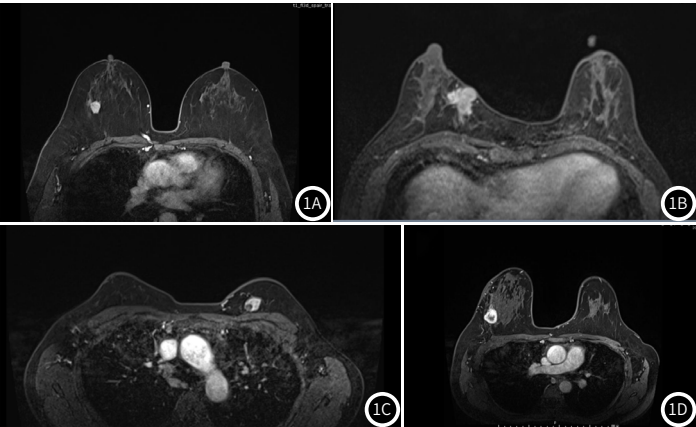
图1D 部分乳腺癌患者DCE-MRI影像图片
